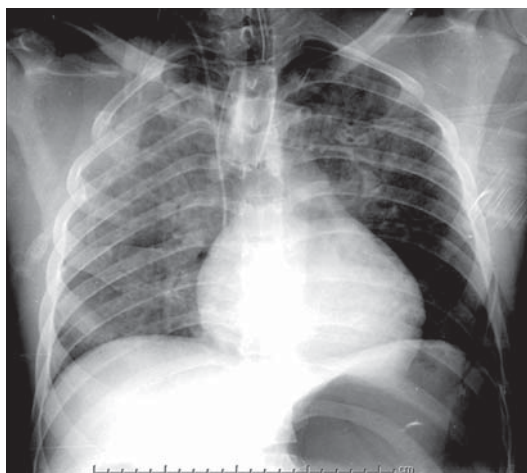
Radiografía de tórax AP.
